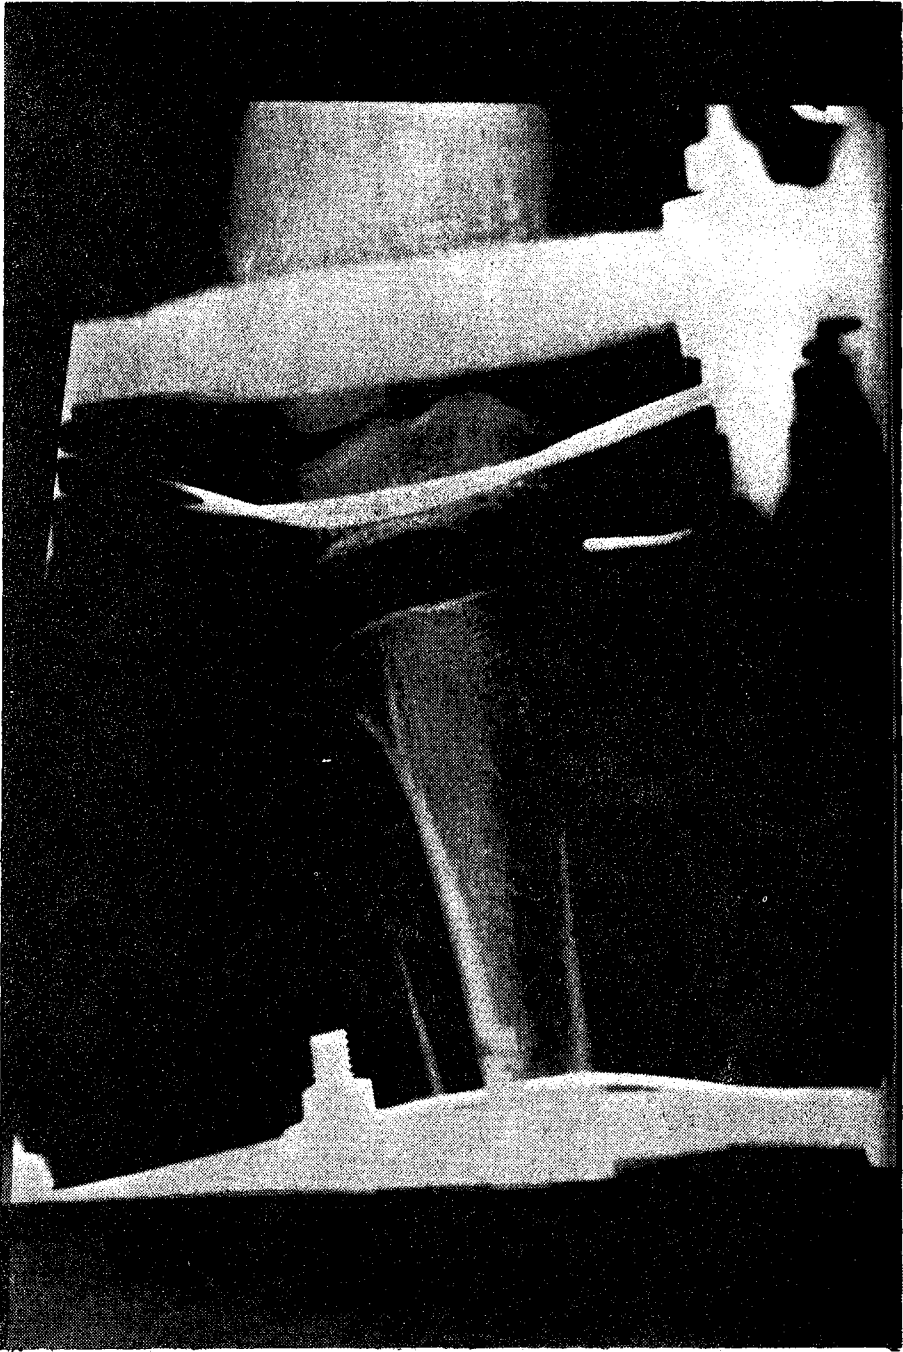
Radiografía del día 17mo del alargamiento (Caso 1).
